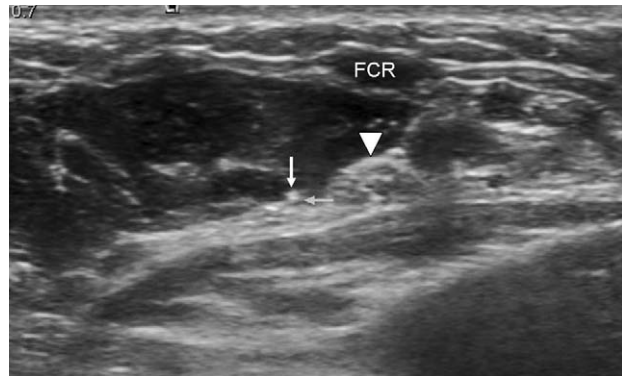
Ultrasound image of forearm shows the acupuncture needle tip (arrow) outside the median nerve (arrow head). Flexor carpi radialis muscle (FCR).
